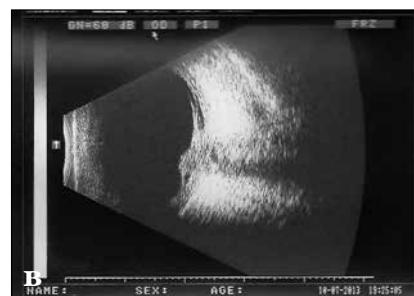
УЗИ левого глазного яблока: а) 2-й день после появления жалоб, «целующиеся» пузыри СК; б) через неделю; в) через 10 мес., проминирующий в стекловидное тело очаг повышенной эхогенности (дисциформный рубец)
